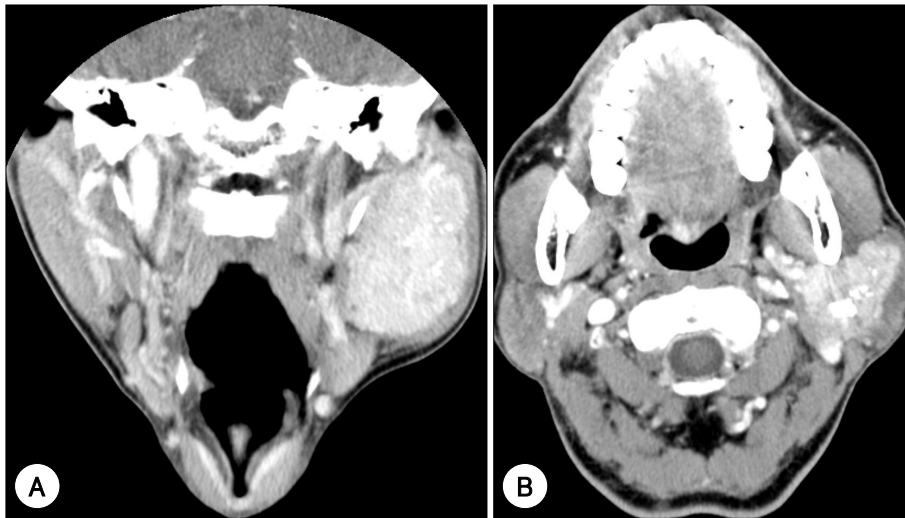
Preoperative CT findings. A : Coronal CT scan shows 58×40×32 mm sized inhomogeneous mass in left parotid gland. The mass is lobulated and well enhanced. B : Axial CT scan demonstrates the mass with calcification encompassing the mandible.
